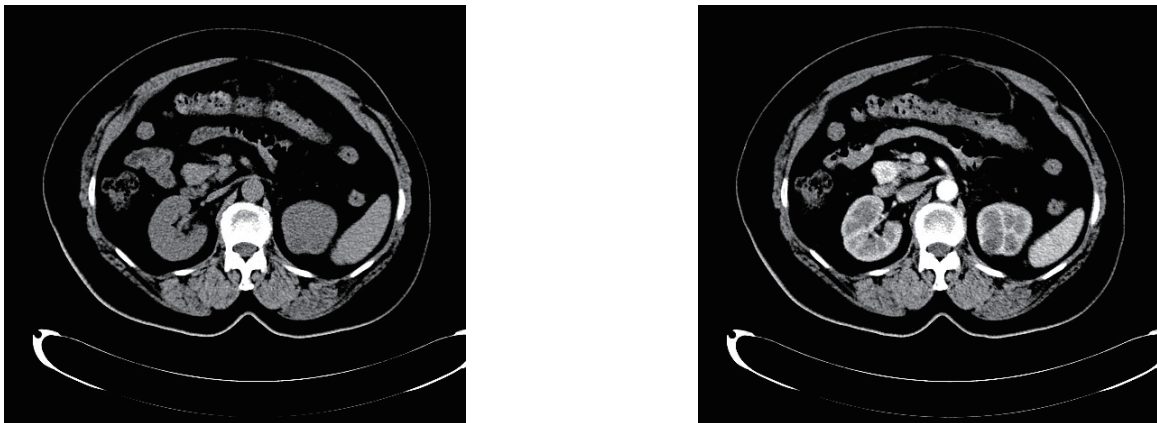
腹部CT平扫示胰腺钩突部类圆形稍高密度影,直径约2 cm,增强扫描可见病灶明显强化
